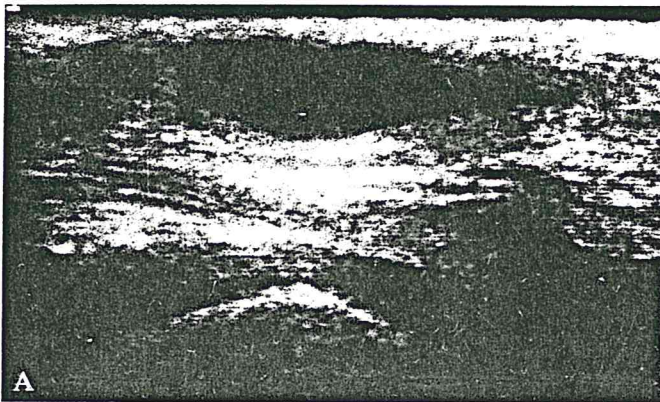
Recidiva di sarcoma indifferenziato. A) Ecografia: la lesione ipoecogena, a limiti netti, localizzata nella sede sottocutanea, a ridosso delle strutture vascolari dell'inguine. B) Il corrispettivo quadro TC evidenzia un'area ad elevato contrasto, a contorni poco definiti.
